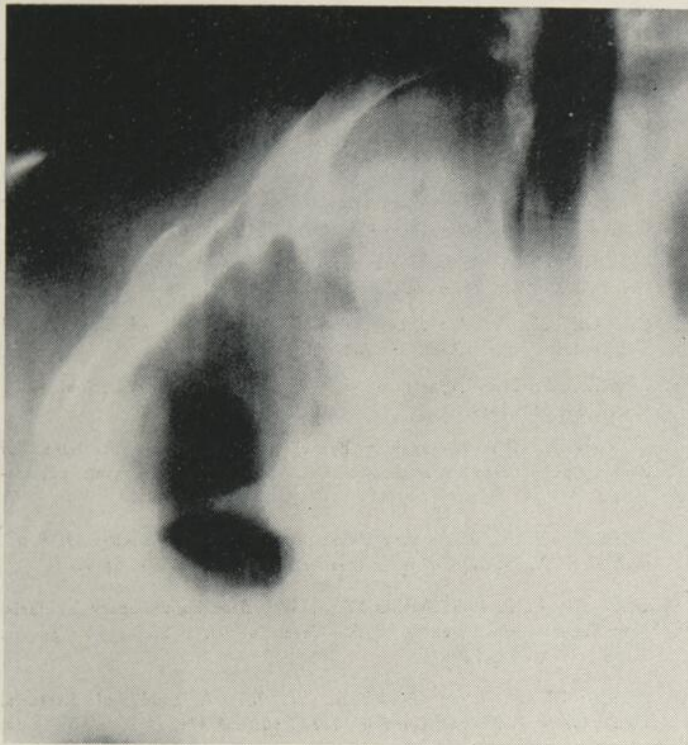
Tomographie de la lésion cavitaire anfractueuse.
